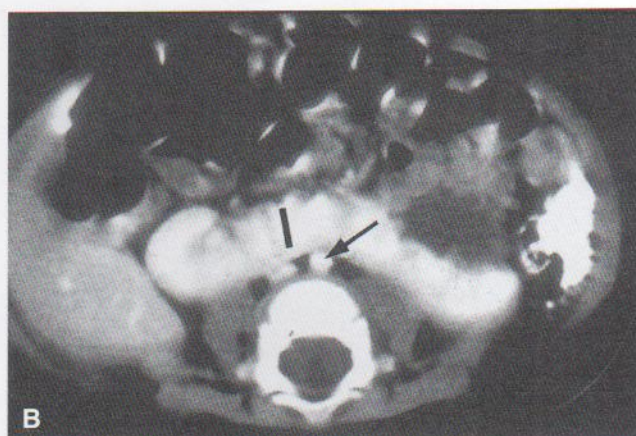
A, Imagen de un riñón en herradura de un feto femenino de 13 semanas. (Cortesía del Dr. D. K. Kalousek, Department of Pathology, University of British Columbia, Children's Hospital, Vancouver, British Columbia, Canadá). B, TC con contraste del abdomen de un niño con riñón en herradura. Obsérvese el istmo (vascular) de tejido renal (I) que conecta los riñones derecho e izquierdo inmediatamente delante de la aorta (flecha) y la vena cava inferior. (Cortesía del Dr. Prem S. Sahni, Department of Radiology, Children's Hospital, Winnipeg, Manitoba, Canadá.)
